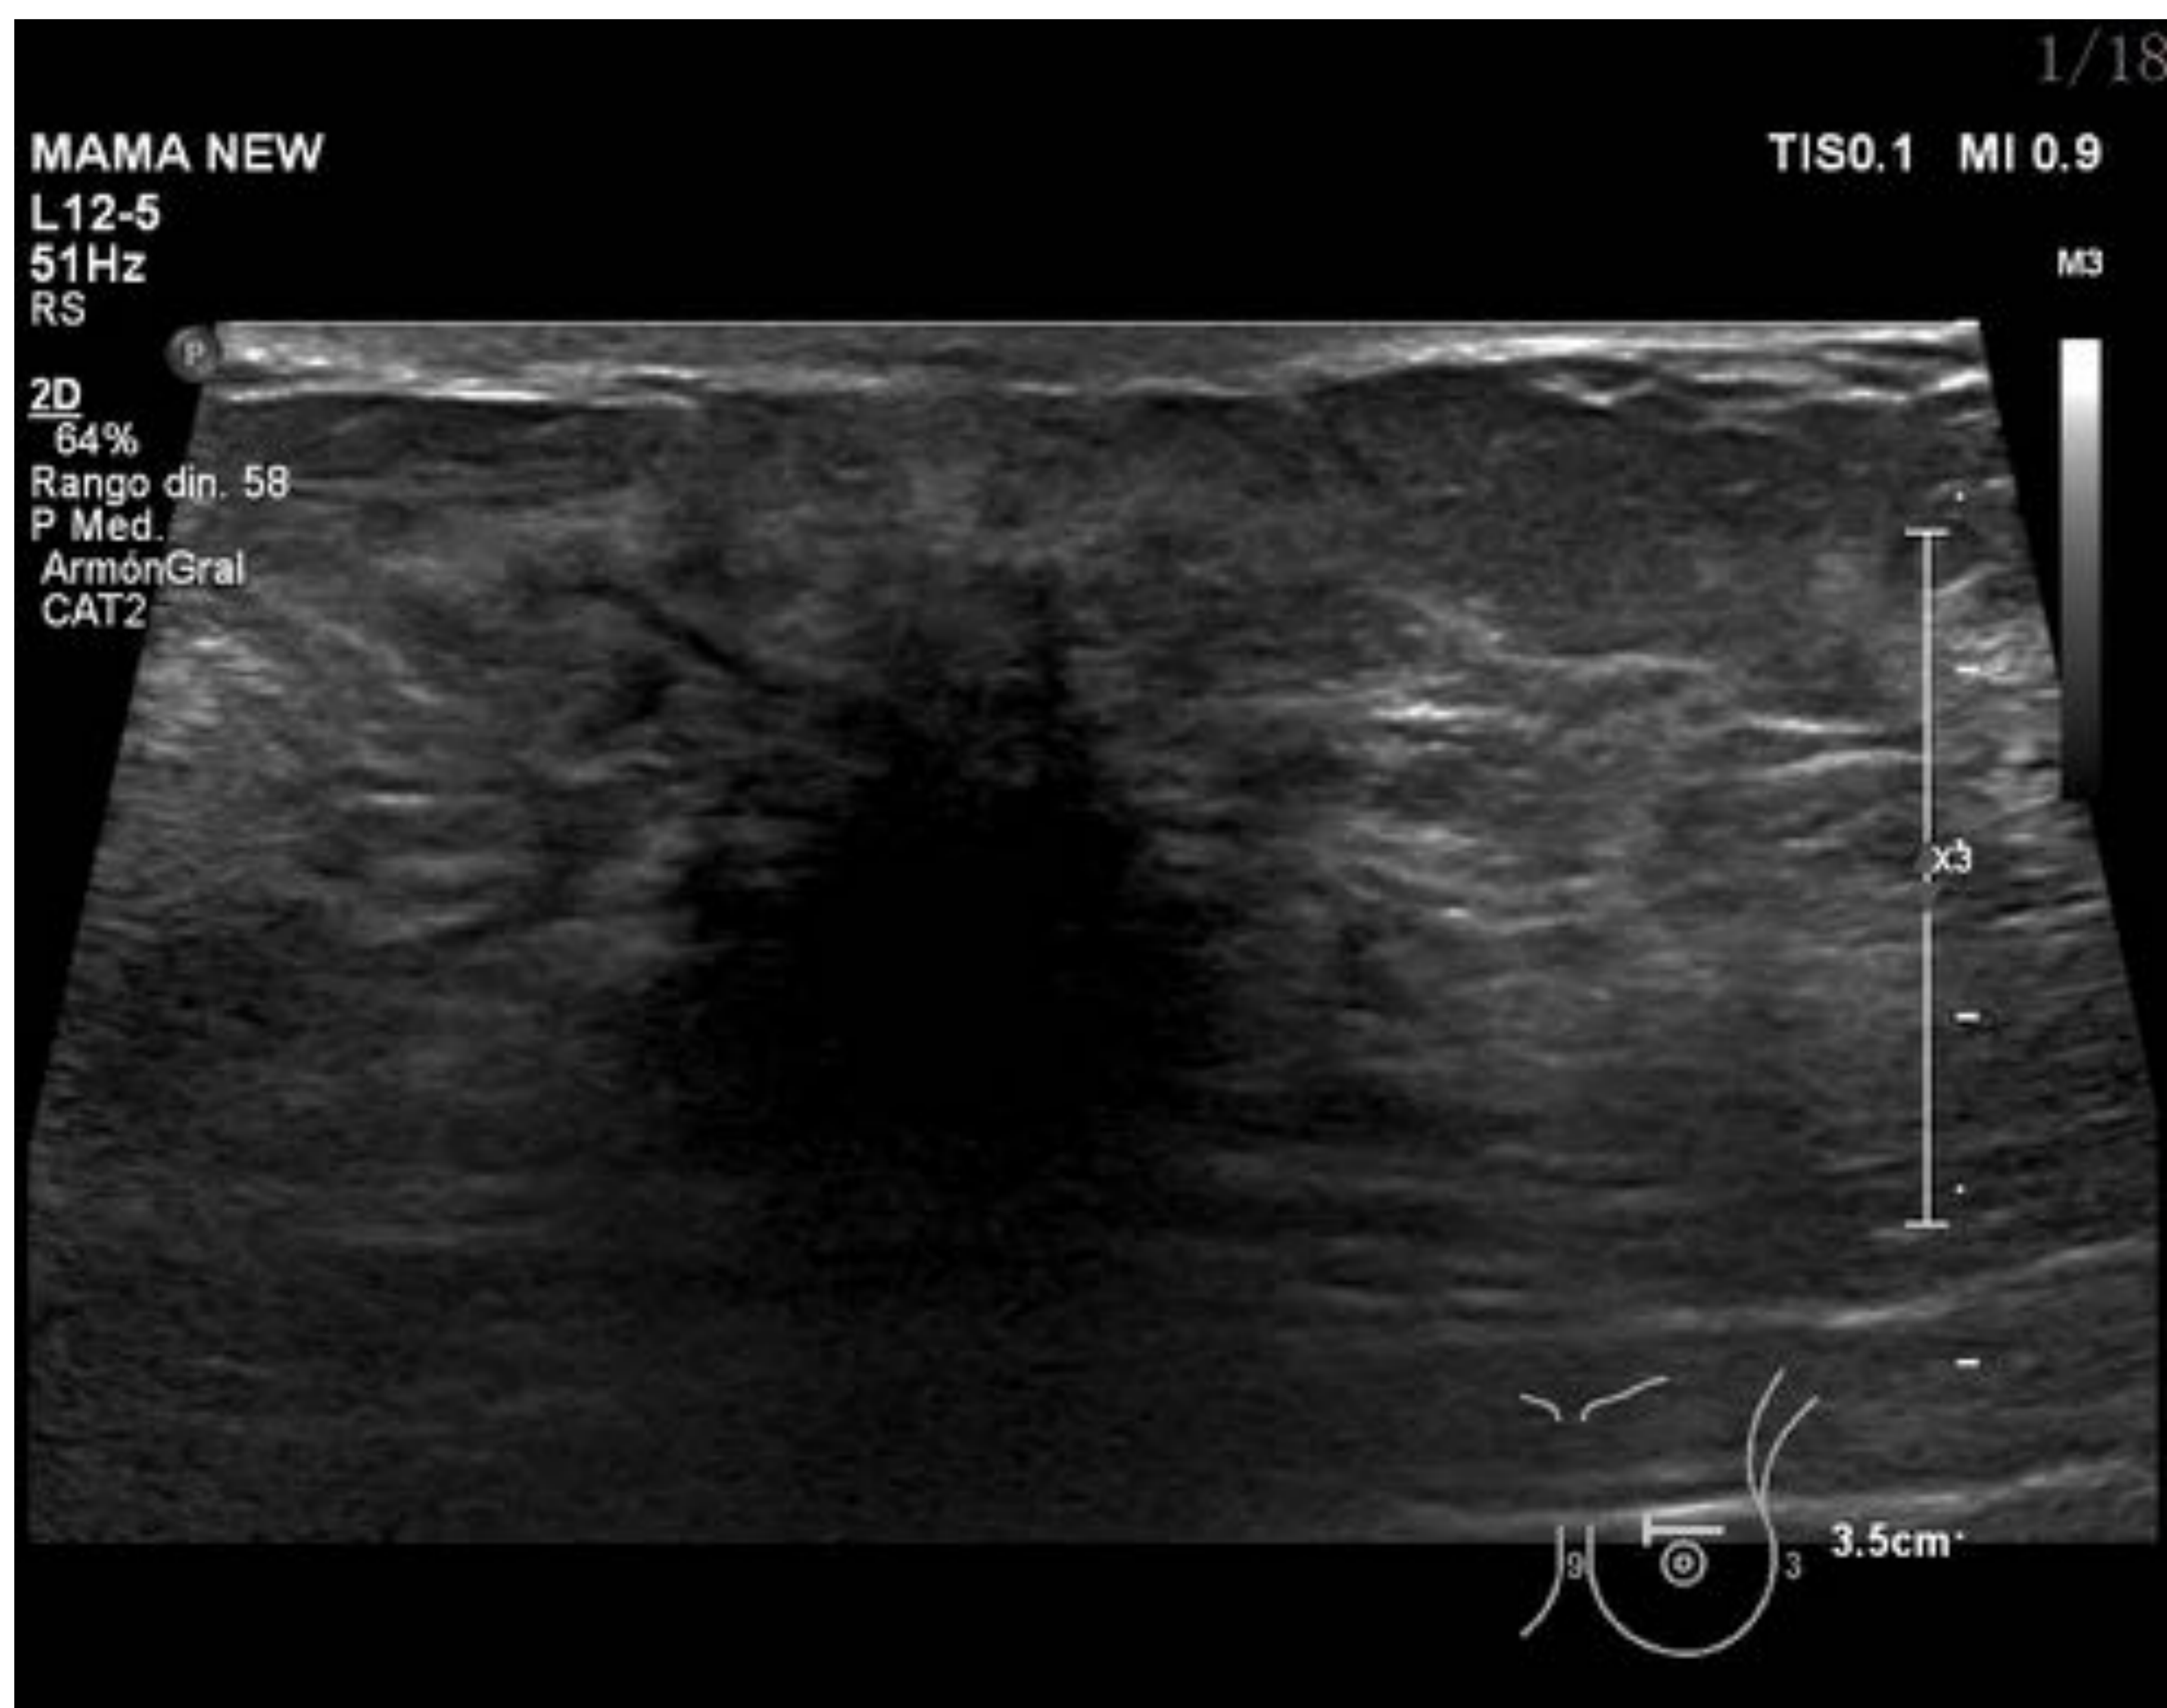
Ecografía: Nódulo hipoecoico mal definido en UCS de mama izquierda. Biopsia: Lesión esclerosante compleja.
